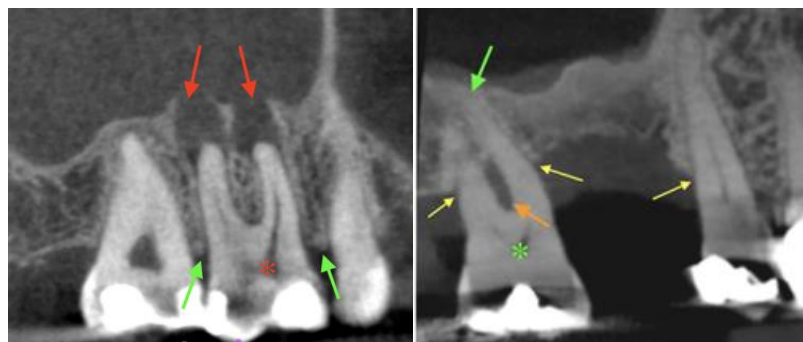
Enfermedad endodóntica versus enfermedad periodontal. (A) Enfermedad endodóntica distinguida por radiolucencias periapicales causadas por periodontitis apical (flechas rojas). El examen clínico confirmó una pulpa dental necrótica (asterisco rojo). Nótese el hueso marginal interproximal sano sin evidencia de enfermedad periodontal (es decir, sin erosión ósea alveolar, flechas verdes). (B) Enfermedad periodontal demostrada por pérdida ósea marginal avanzada
